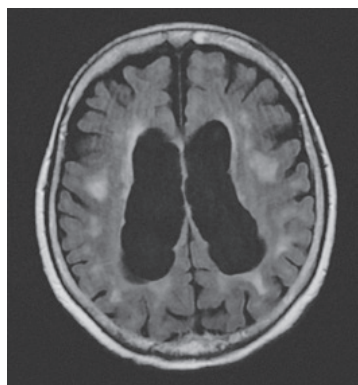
入院1年前の頭部MRI FRAIR像。脳室拡大と脳萎縮がみられる。
